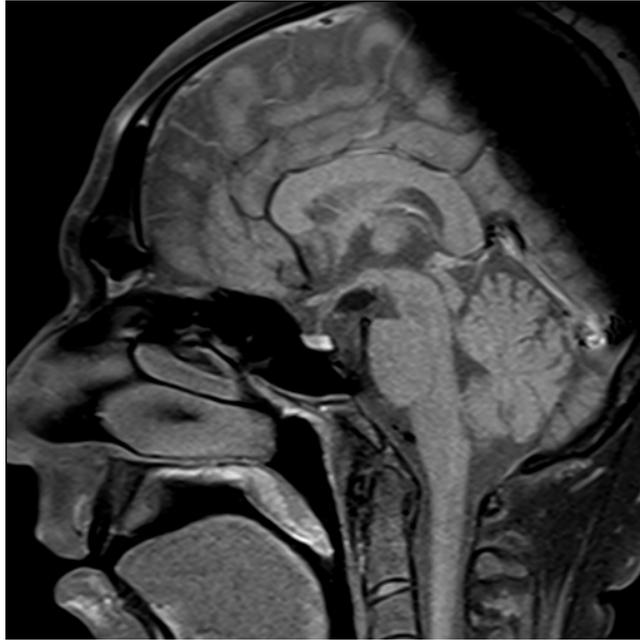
Sagittal T1 ağırlıklı MRG'de; tuber cinereumda düzgün lobüle konturlu hiperintens kitle lezyon izlenmektedir.
